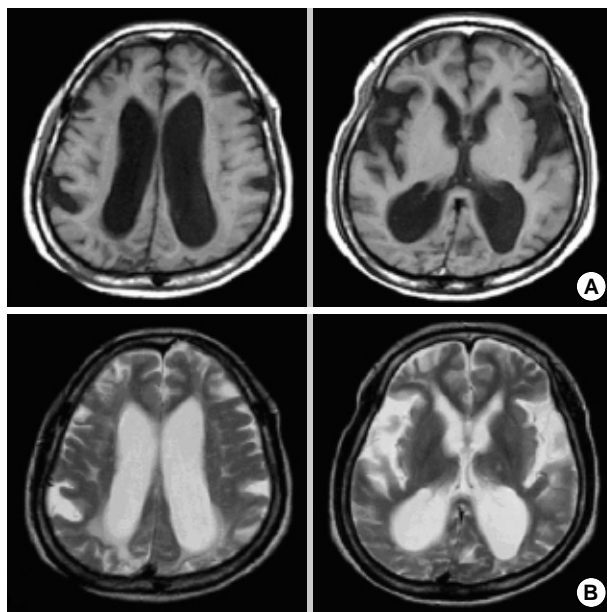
Follow-up (A) T1- & (B) T2-weighted MRI show a progressive decline of cortical atrophy.
